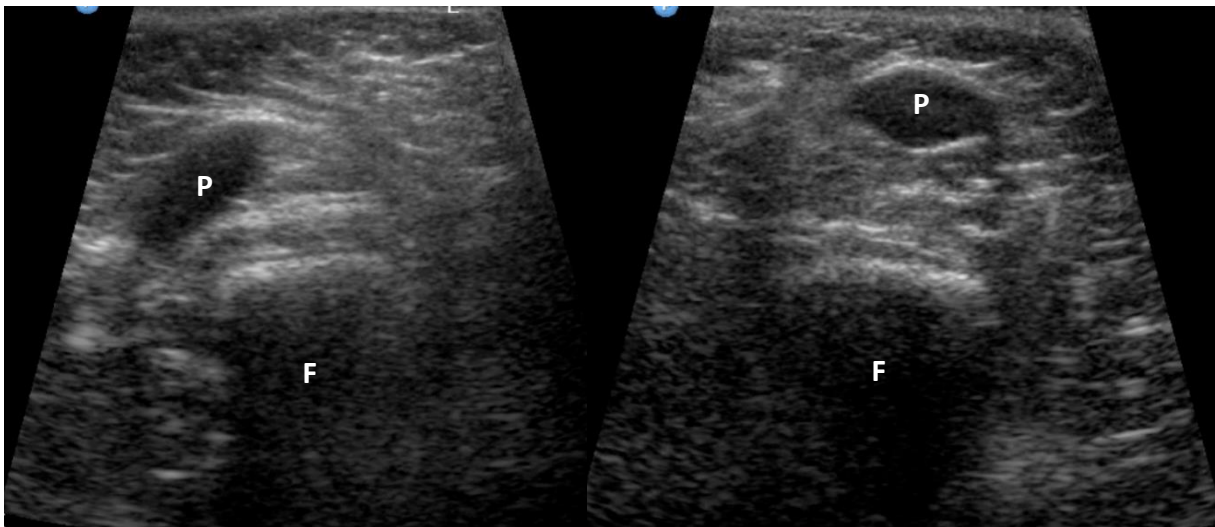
Paciente do sexo masculino, com 2 meses e 23 dias de vida apresentando anomalia caudal, ânus imperfurado, displasia acetabular e criptorquidia. A ultrassonografia no corte axial mostra a patela (P) e o fêmur (F), demonstrando luxação lateral da patela direita (imagem A). No lado esquerdo o posicionamento da patela estava preservado (imagem B).
